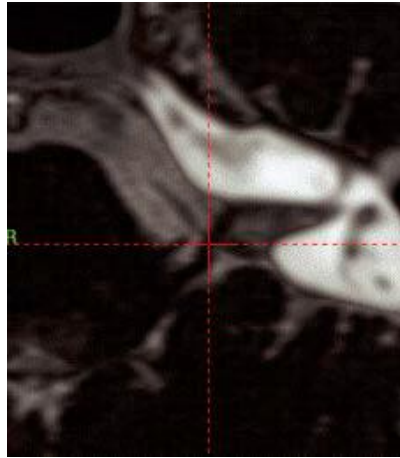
Nerf facial, non rehaussé, accolé à la face antéro-inférieure du SV après fusion d'une image axiale 3D-T2 CISS après injection de gadolinium et d'une TDM en fenêtre osseuse. [255]
